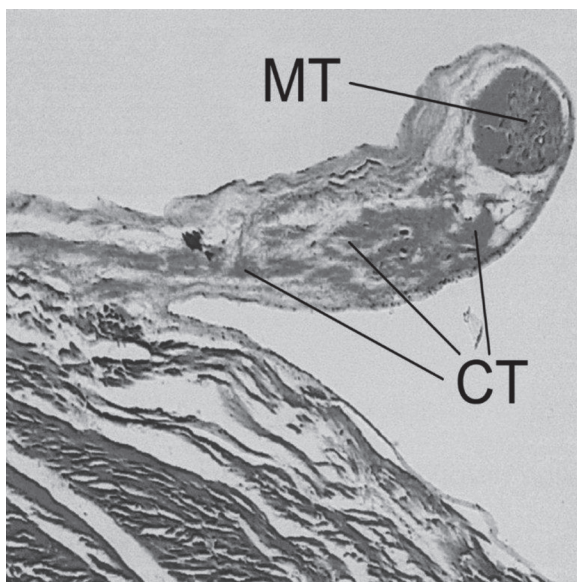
Struna ścięgniasta rzekoma, łącząca mięsień brodawkowaty tylny ze ścianą tylną prawej komory, przekrój podłużny (♂, l. 54, 60 x); MT – tkanka mięśniowa, CT – tkanka łączna
